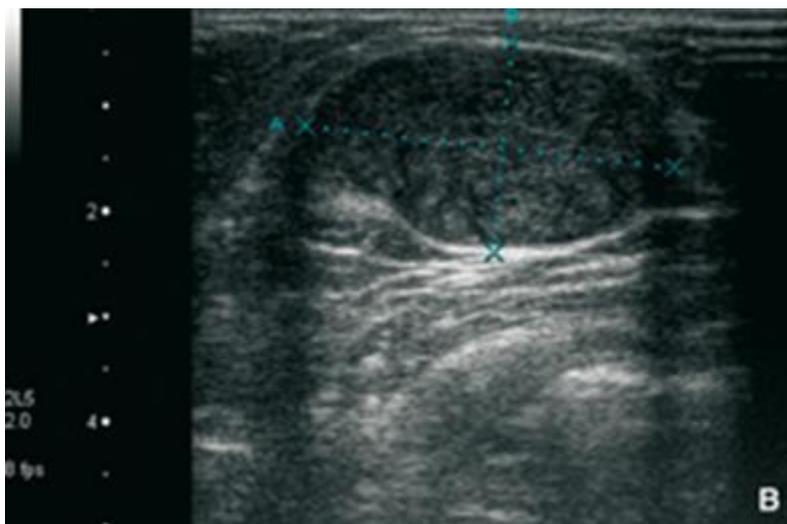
Image échographique d'un nodule hypéchogène mesurant 35 mm de grand axe [15]
